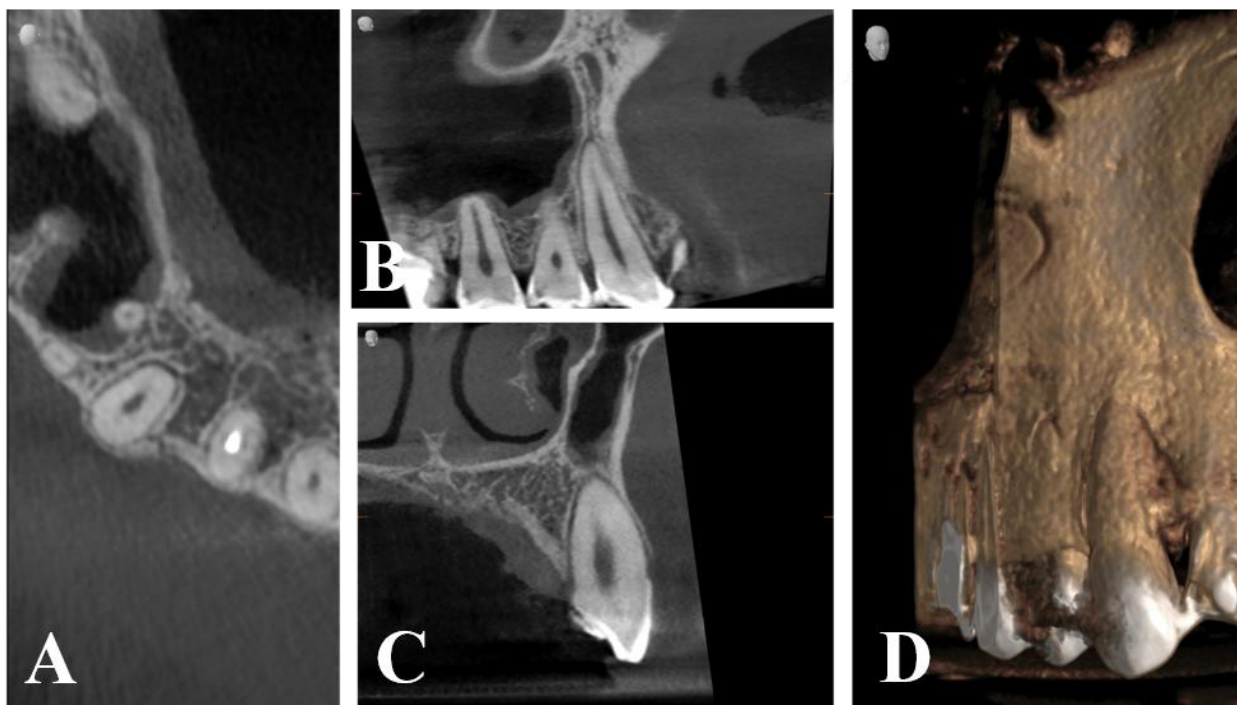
CBCT-ul efectuat după imobilizare. Redresarea poziției d. 23. A) axial; B) lateral; C) frontal; D) fronto-lateral.
